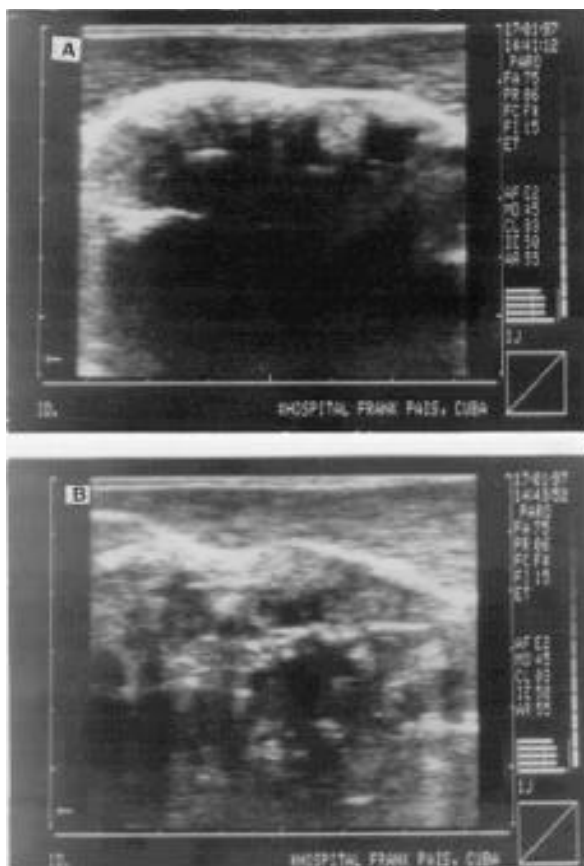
Imágenes ultrasonográficas. A: Porción central; B: Porción distal.
